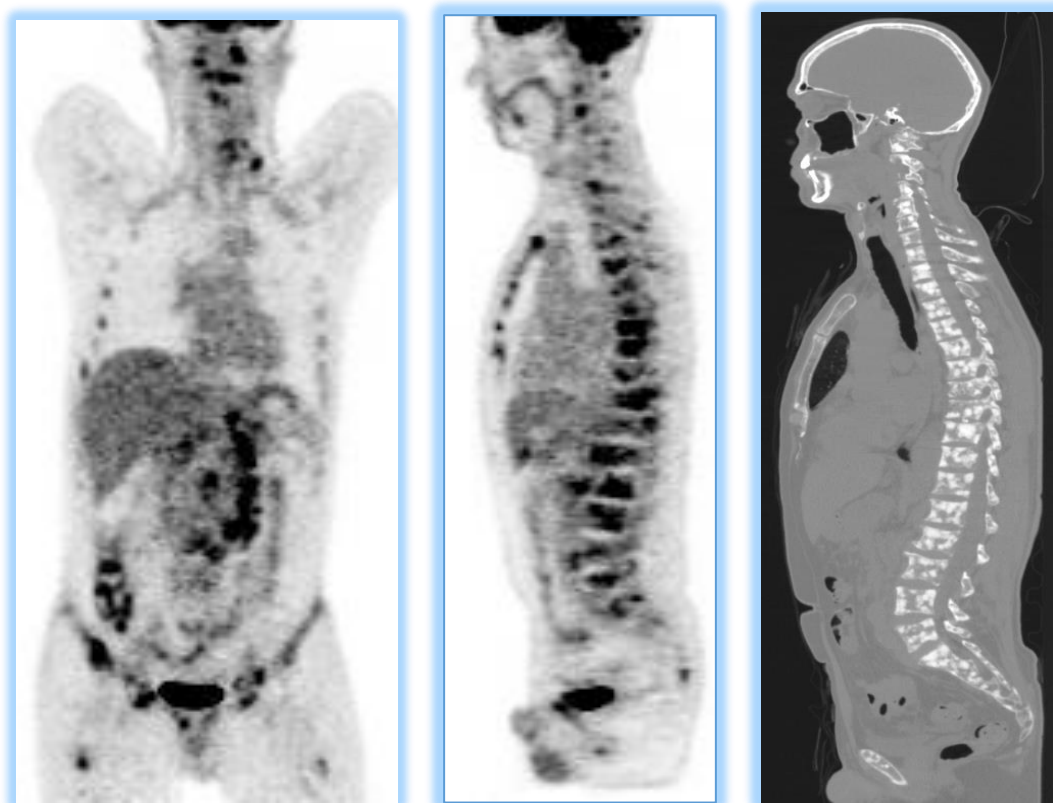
Пациент В. 64 г. T3bN1M1a, индекс Глисона 9, ПСА =107,3 нг/мл. Многочисленные очаги патологической гиперметаболической активности ($SUV_{max} = 7,8$) в участках остеосклеротической перестройки практически во всех костных структурах в зоне сканирования.
